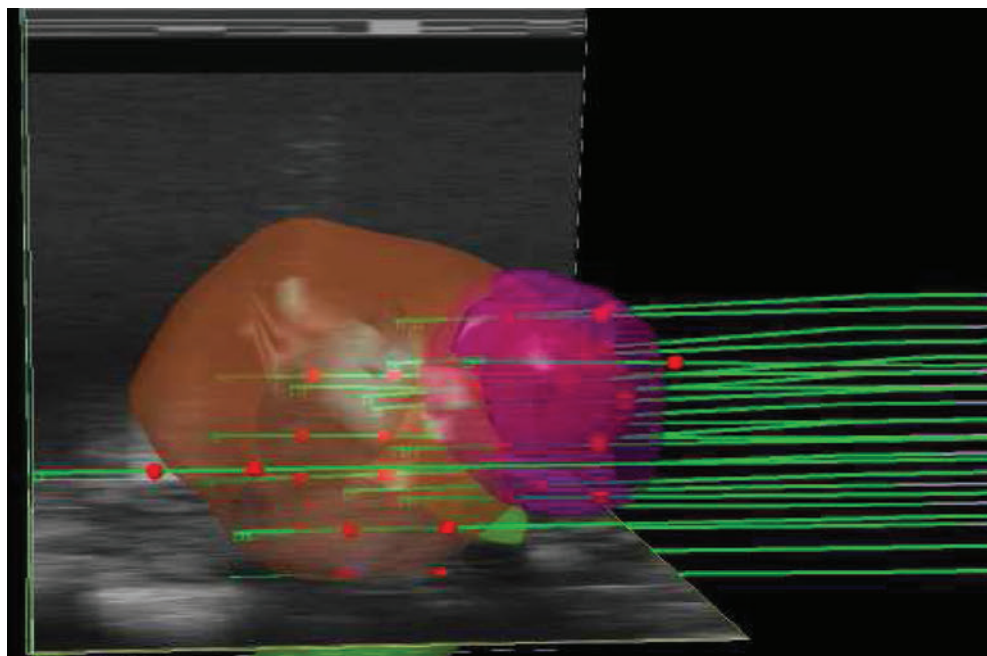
Darstellung der Biopsienadeln (*grün*) nach PET/CT-gesteuerter Biopsie der Prostata. Die Tumormasse wurde anhand der PET/CT-Information konturiert (*rosa*). Anschließend erfolgte die Fusion der CT-Daten mit dem Echtzeit-Ultraschallbild (transrektaler Ultraschall, *orange*), so dass eine zielgeführte Biopsie möglich war.
